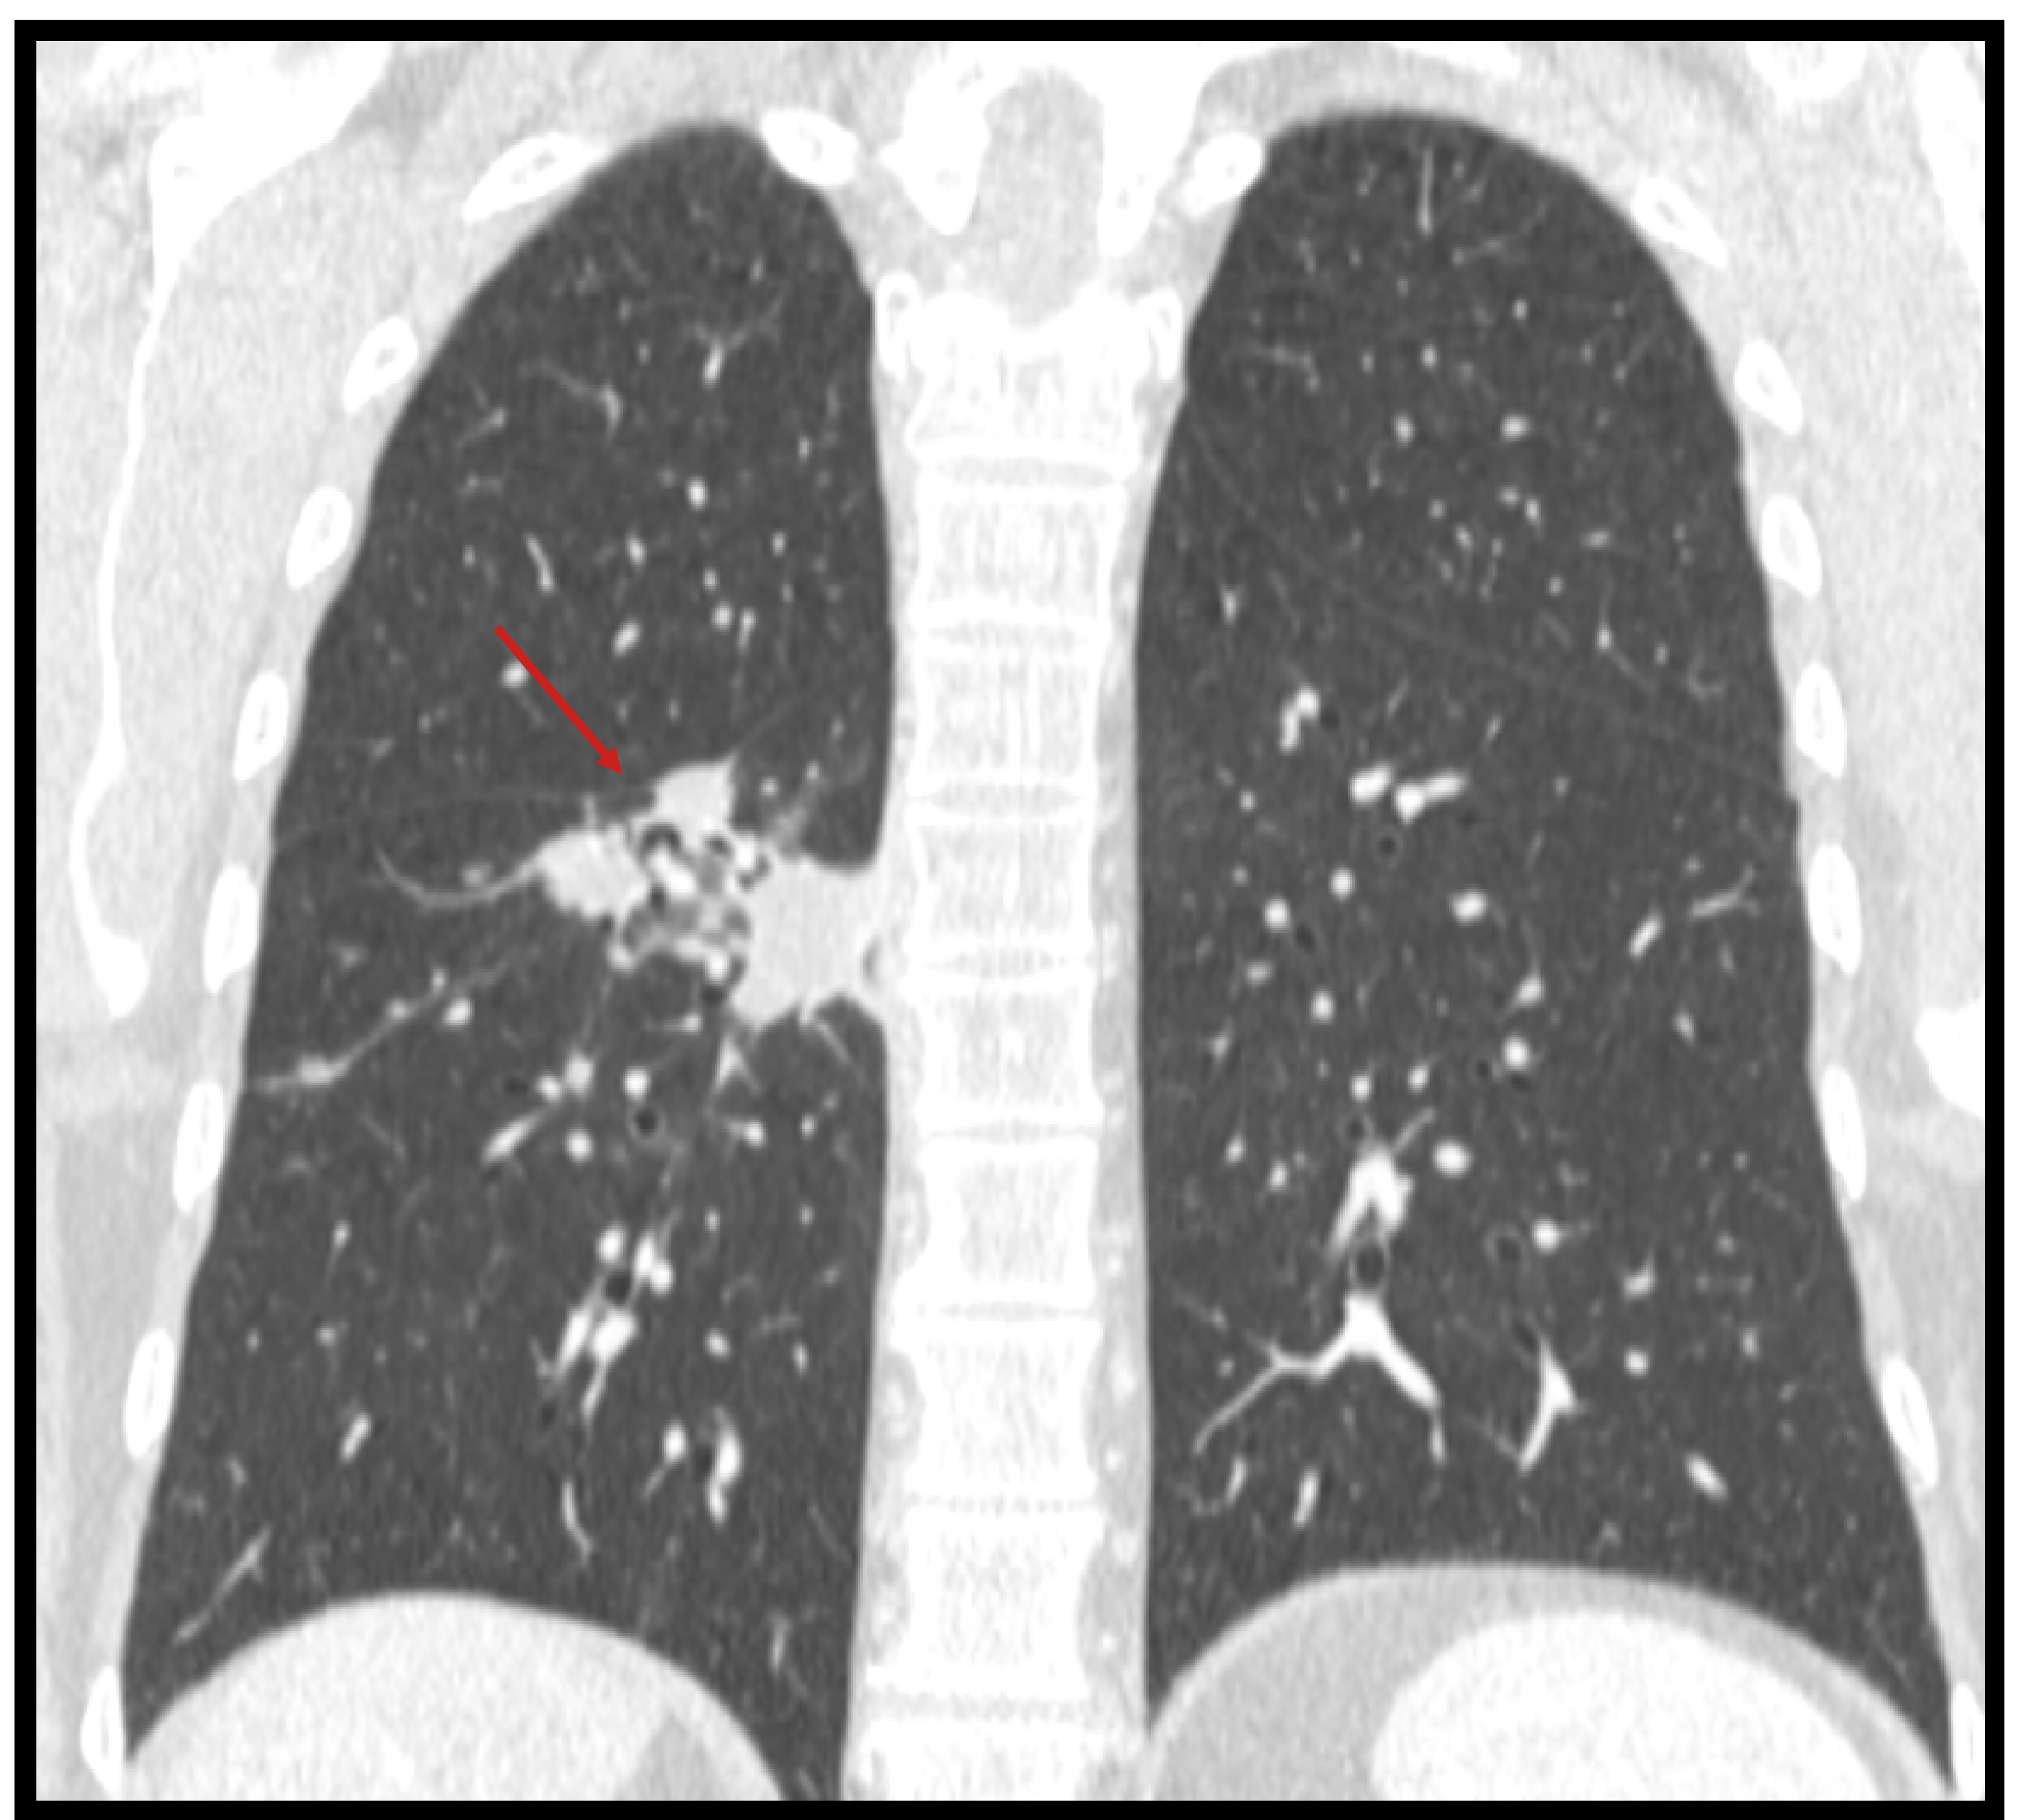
TC de tórax, corte coronal, realizado en el mismo paciente de la figura 9 y 10, con patrón nodular agrupado en lóbulo inferior derecho (flecha roja).
